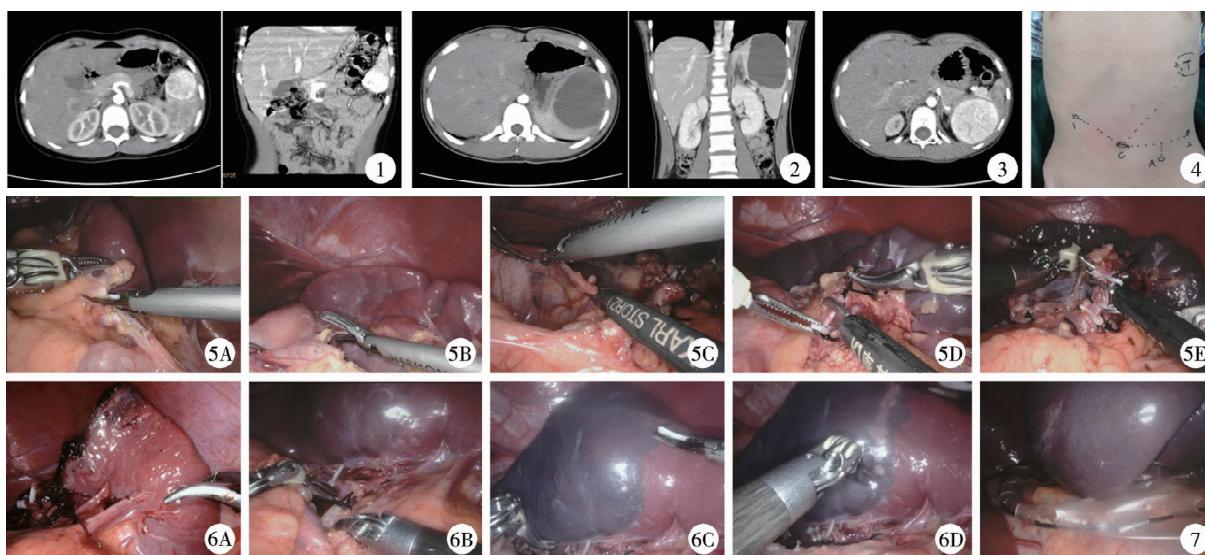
脾脏下极血管瘤CT图 图2 脾脏中部囊肿CT图 图3 脾脏中部血管瘤CT图 图4 穿刺孔分布图 图5 机器人手术系统辅助下全脾切除术的手术过程图 注 5A:松解脾结肠韧带;5B:松解脾胃韧带;5C:离断胃短血管;5D:结扎脾动脉后离断;5E:结扎离断脾静脉 图6 机器人手术系统辅助下部分脾切除术手术过程图 注 6A:保留脾下极血管和韧带;6B:结扎脾上极血管;6C:结扎脾上极血管后的缺血带;6D:在缺血带内5~10 mm切除脾脏 图7 将切除脾脏装入标本袋后取出
